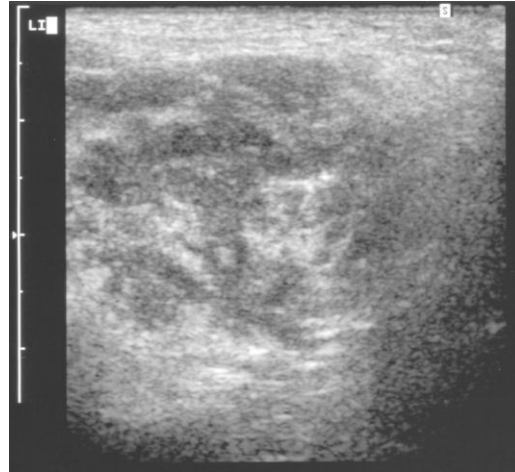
Sonographie eines High-Flow-Hämangioms der Wange (*Pat.-Nr. 93*)
